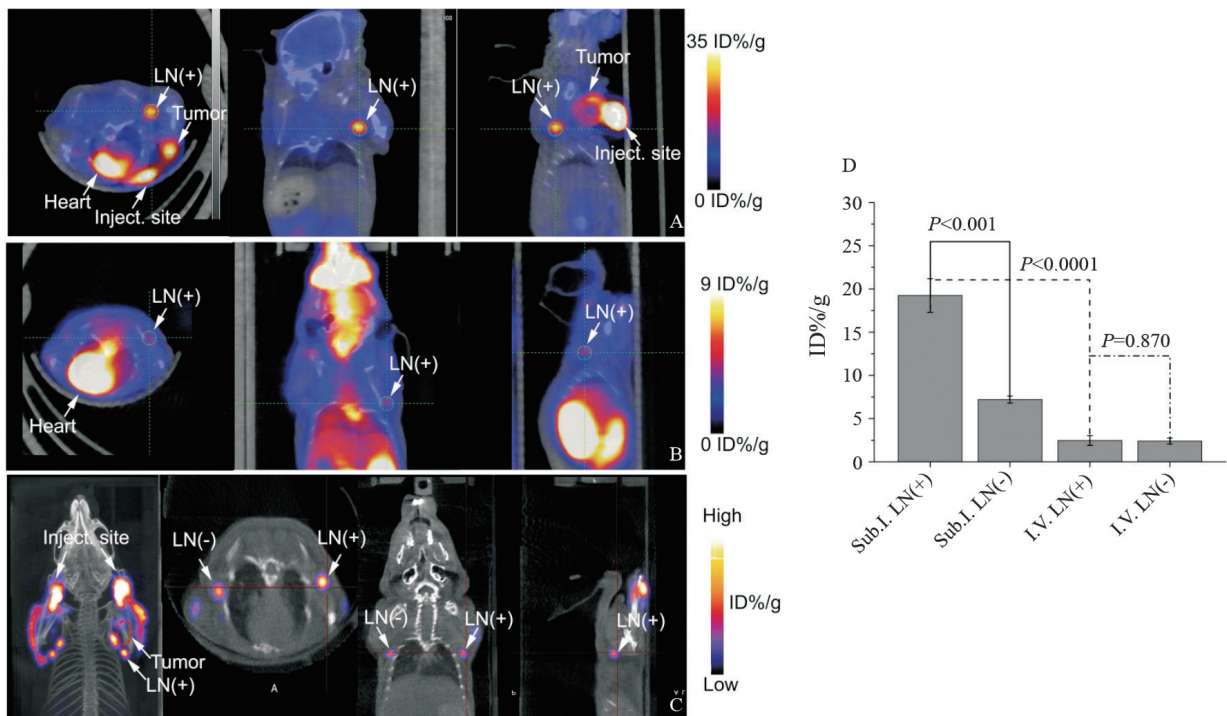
不同注射方式下的PET和SPECT成像图及摄取值
